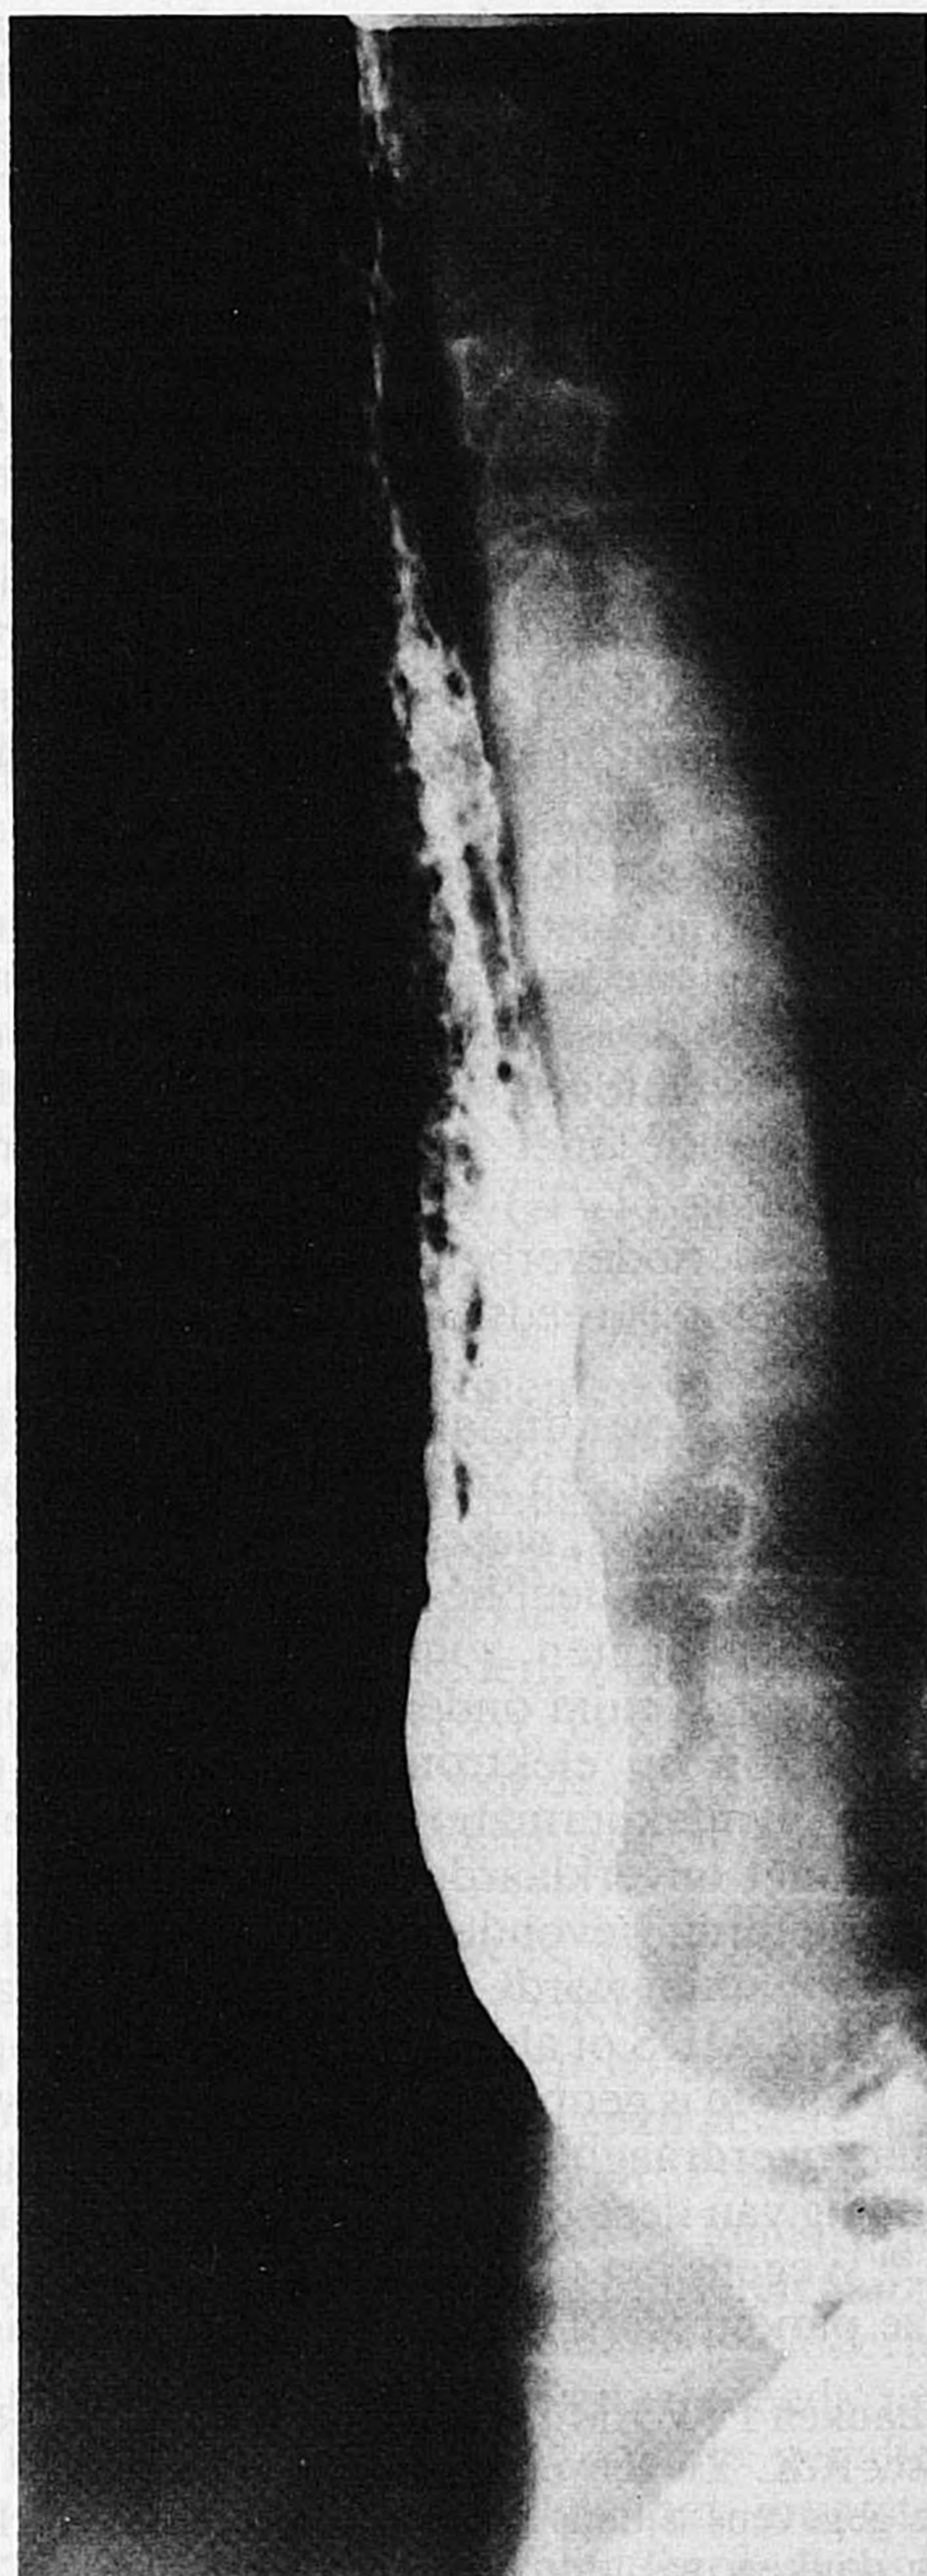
De oesophagus toont over de gehele lengte zeer fijne ulceraties. Het röntgenbeeld is vrijwel pathognomonisch voor *Candida*-oesophagitis.
